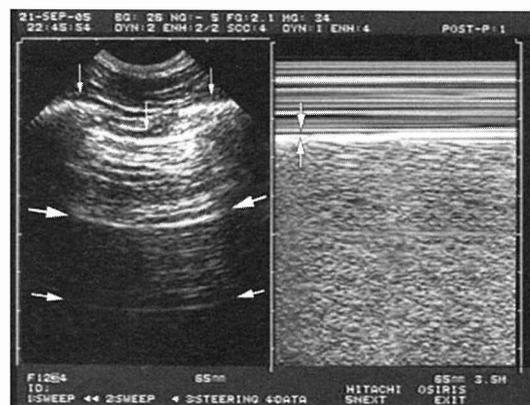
正常肺の肺超音波検査所見の例(文献1)より引用)。左：胸壁から胸膜までの距離に等しい間隔で、胸膜に平行なアーチファクトを認める(A-line, 水平方向の矢印)。垂直方向の矢印は、肋骨と胸膜を示す。右：胸膜下の肺の移動を示す所見(lung-sliding)。矢印は胸膜を示す。
